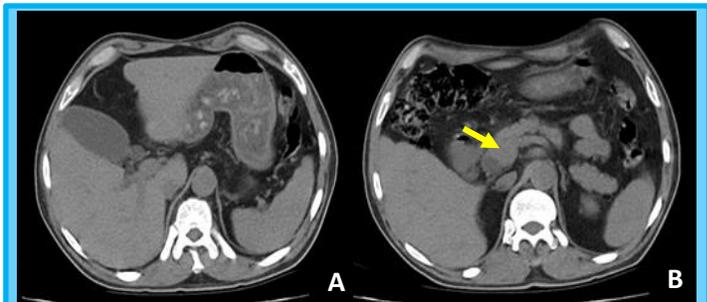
Tomografía de abdomen simple. A. Distensión marcada de la vesicular biliar y dilatación de vías biliares intrahepáticas. B. Colédoco dilatado, lesión nodular adyacente a cabeza de páncreas. (flecha)
